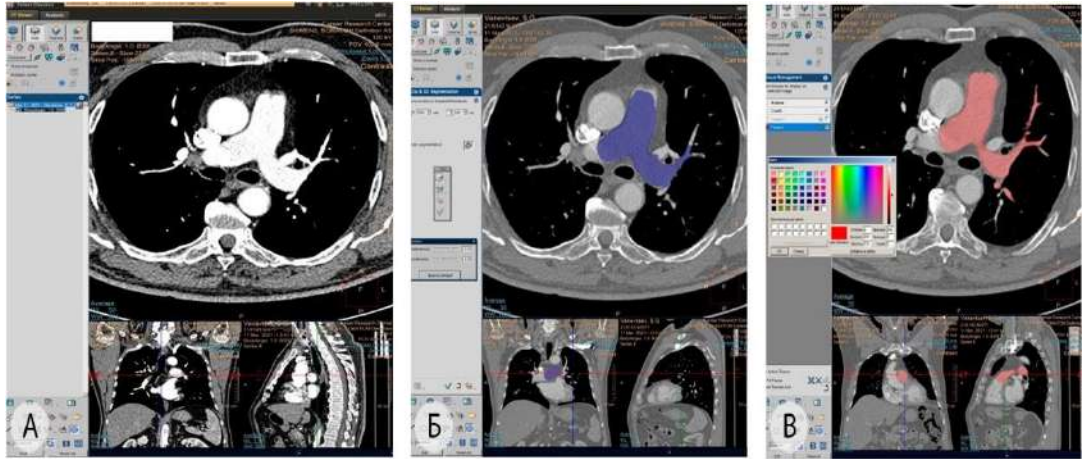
Этапы построения 3D-реконструкции в программе Philips «IntelliSpace Portal». Компьютерные томограммы в аксиальной проекции. а – идентификация «зоны интереса» – лёгочного ствола и левой лёгочной артерии; б – полуавтоматическое прокрашивание долевых и сегментарных ветвей левой лёгочной артерии; в – присвоение итогового цвета, которым будет окрашена выделенная лёгочная артерия и её ветви
